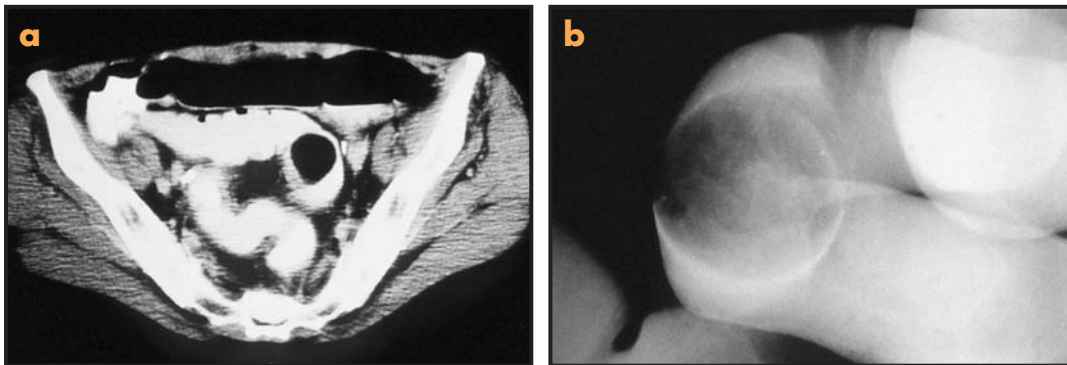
Contrastes enterales en la TC. a) Repleción de marco cólico mediante un enema de una solución diluida de bario que, como contraste positivo, pone de manifiesto una masa endoluminal de menor valor de atenuación correspondiente a un lipoma. b) Enema opaco que muestra la lesión con contornos netos y morfología redondeada.
